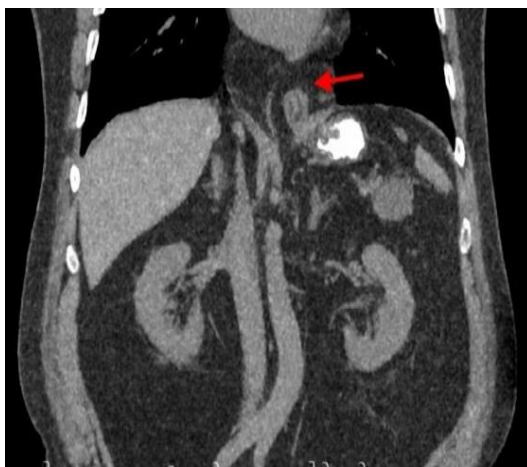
Грыжа ПОД на МСКТ.
